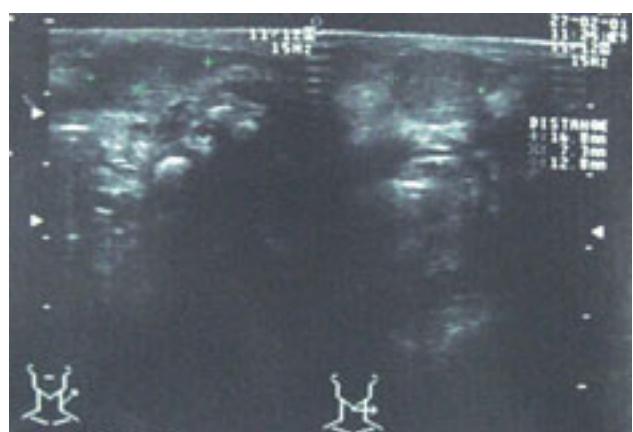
Ultrasonido con aumento de volumen del músculo esternocleidomastoideo izquierdo.
